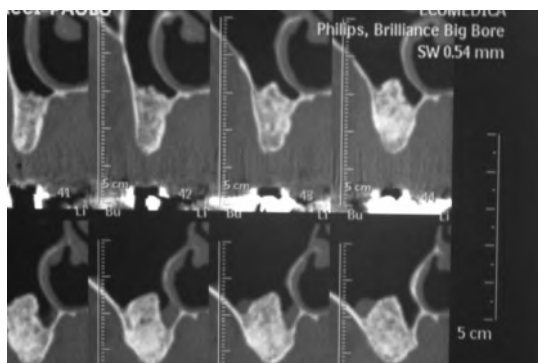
TC di controllo a 6 mesi. Si noti l'ampiezza del rialzo effettuato
